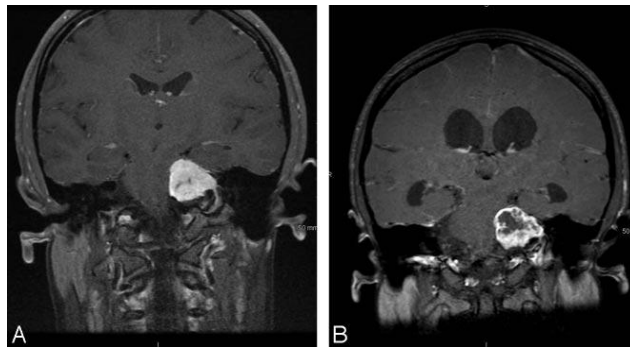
IRM avant radiochirurgie et IRM 9 mois après radiochirurgie[276]
